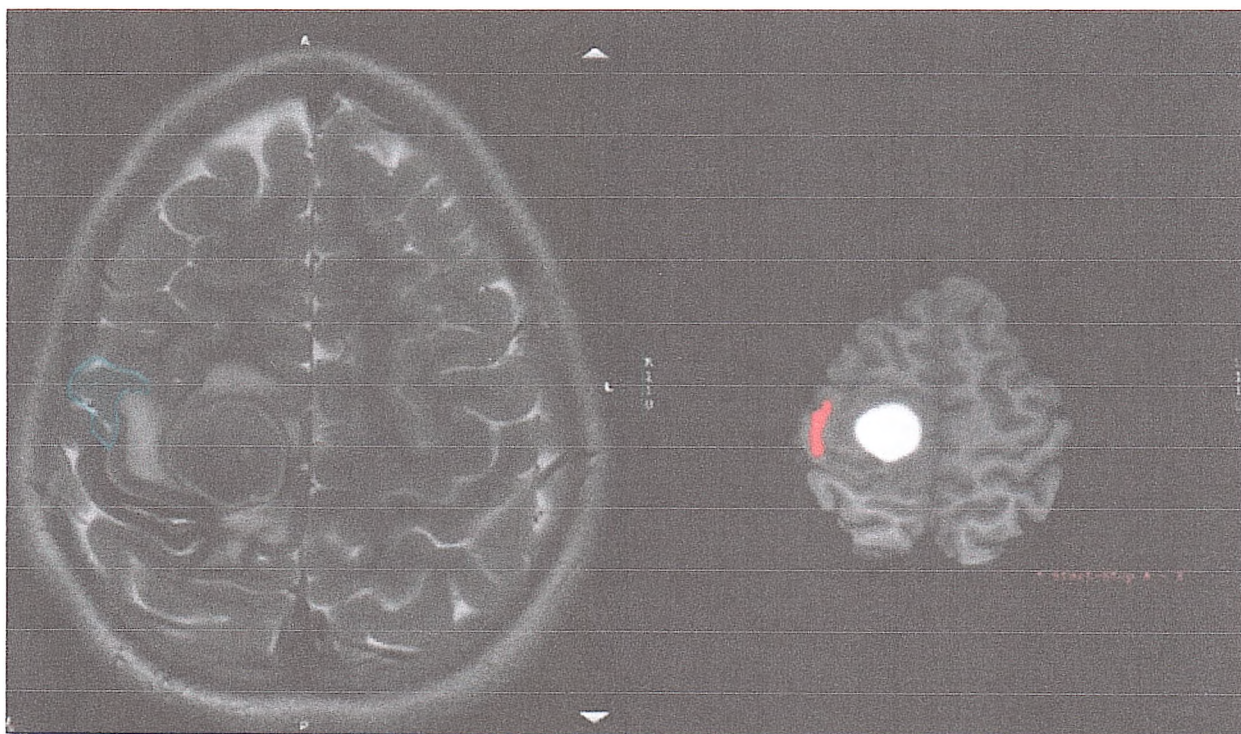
Перенос результатов функциональной МРТ на соответствующее изображения структурной МРТ
